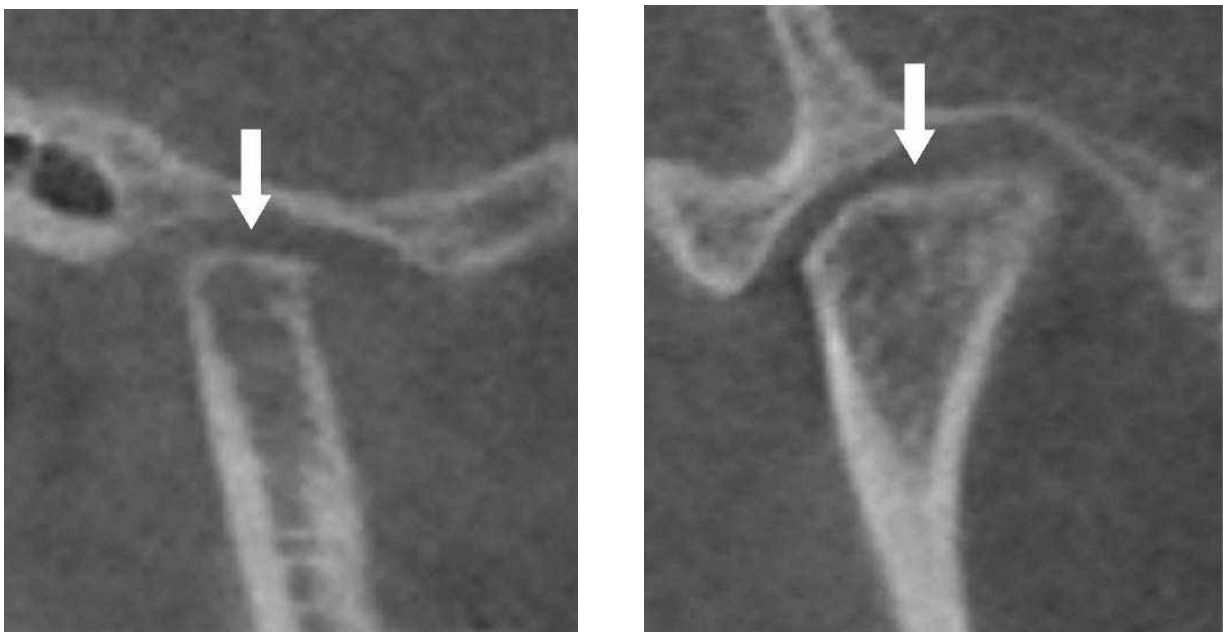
Sagittal and coronal reconstruction of CBCT images showing a flattening of the condyles(arrow).
